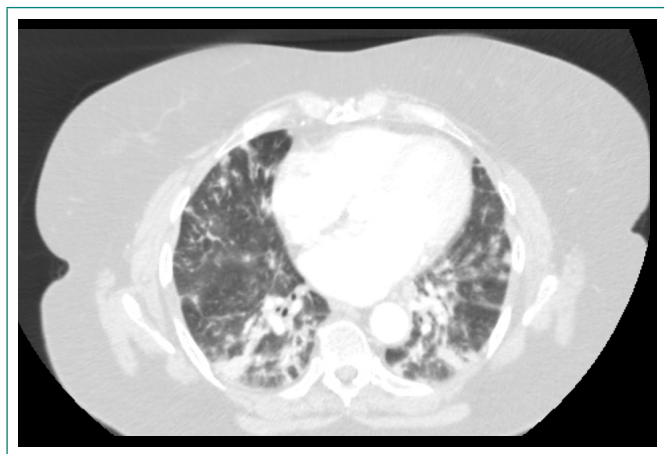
TC torácica en paciente con toxicidad pulmonar por amiodarona
